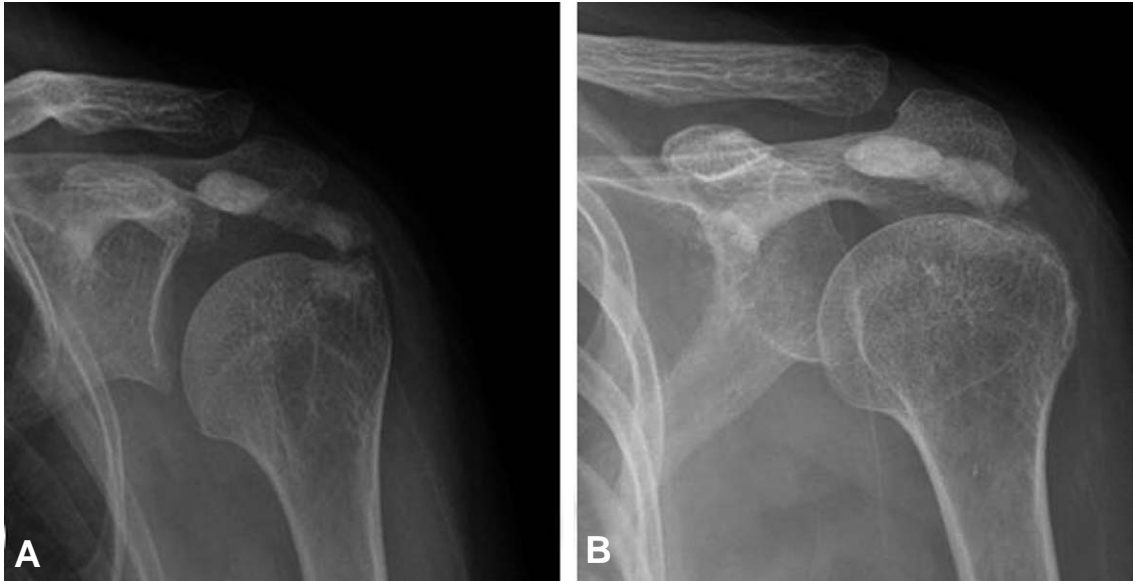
Preoperative radiographs of left shoulder. (A) True anteroposterior and (B) internal rotation anteroposterior radiographs show huge calcific deposition in subacromial space and greater tuberosity meaning intratendinous and intraosseous calcification.
